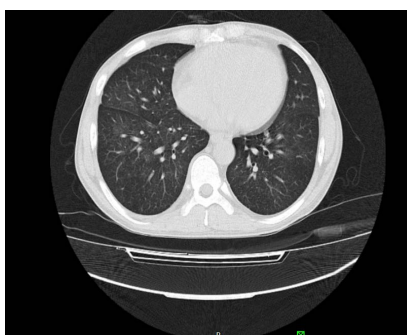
Lung CT 2021.3.1
